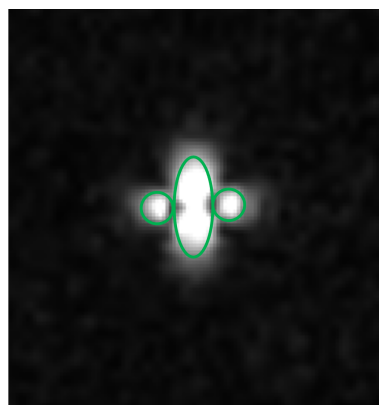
Division géométrique et estimation du volume de détection par l'image IRM ZTE acquise avec la micro-antenne « loop » ayant une largeur de 450 μm .
